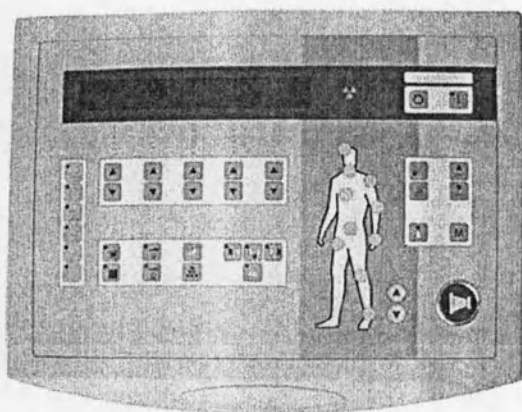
Пульт управления рентгеновского питающего устройства
